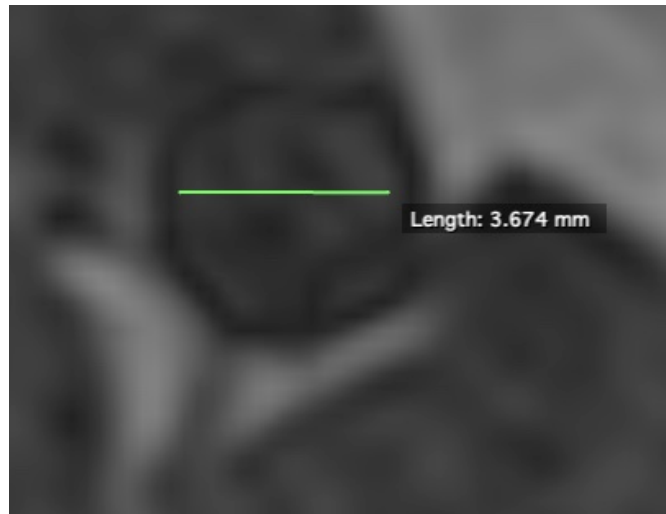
Repräsentativer Durchmesser der Aorta im Kaninchen-MRT welches die Quelle des 3D Druckes war.
